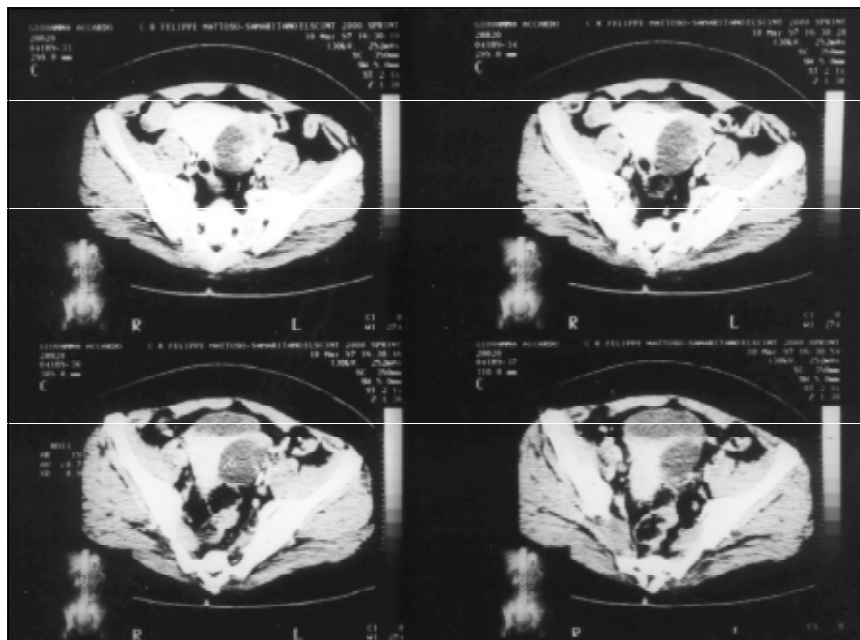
Tomografia computadorizada da pelve demonstrando lesão expansiva mista, de densidade predominantemente cística, localizada na região anaxial esquerda.
